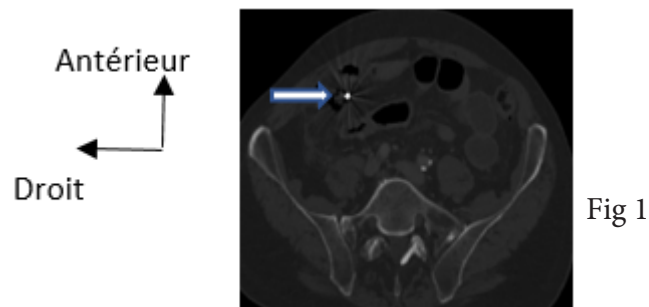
Figure 2 : TDM abdominale, coupe axiale en fenêtre osseuse et partie molle montrant un corps étranger métallique extra digestif au niveau de la FID.
